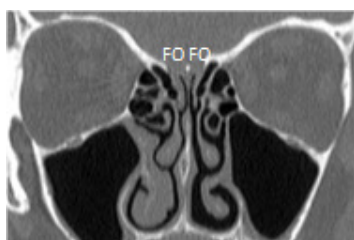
Corte coronal de TC revelando fossa olfactiva (FO) assimétrica (janela óssea).
